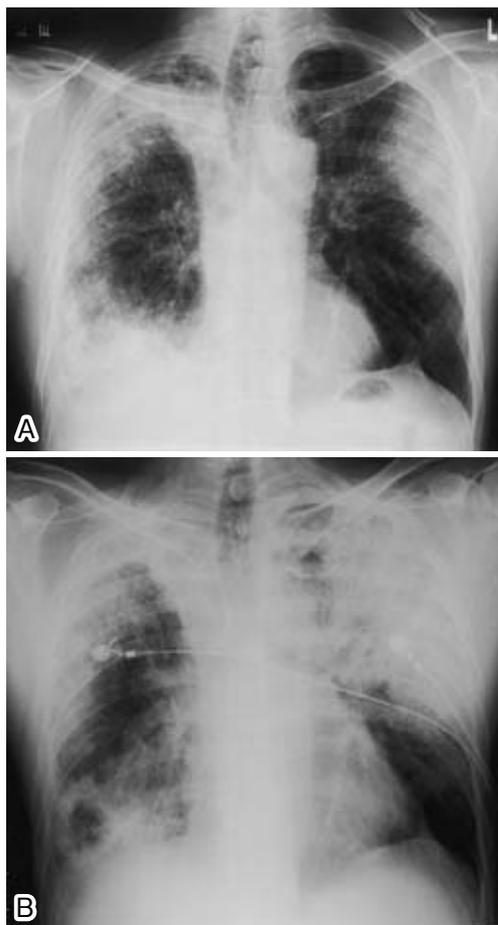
Chest X-ray on admission (A) and the third hospital day (B). (A) Consolidations in peripheral regions of the left upper and right lung fields. (B) Progression of consolidations in bilateral upper lung fields.
